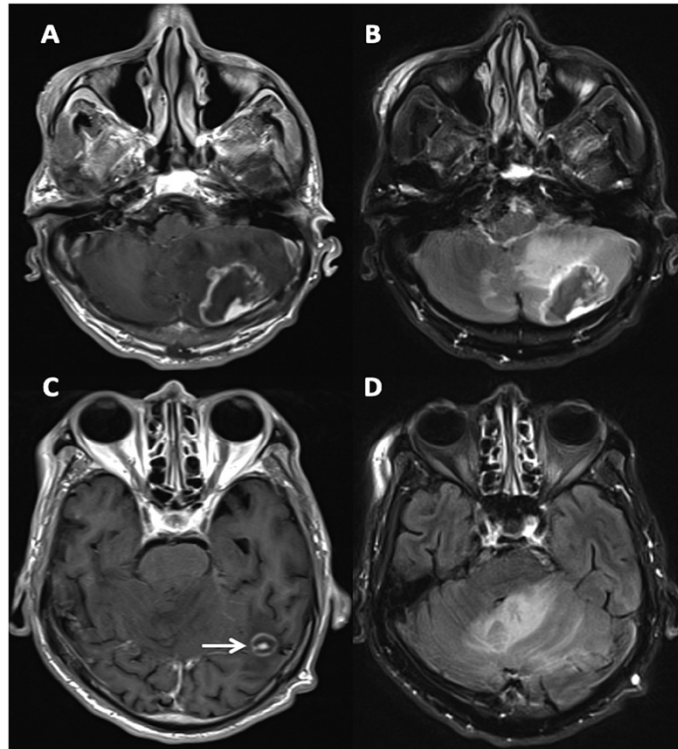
IRM cérébrale chez un homme de 68 ans, VIH +, atteint d'encéphalite toxoplasmique en coupe axiale T1 FLAIR après injection de gadolinium (A et C) et coupes axiales en FLAIR (B et D) correspondante., montrant le rehaussement périphérique des deux lésions cérébelleuse et temporale gauche avec "eccentric target sign" ou "signe de la cible" de la lésion du lobe temporal gauche et important oedème périlésionnel en hyposignal T1 , hypersignal FLAIR⁴⁷.
